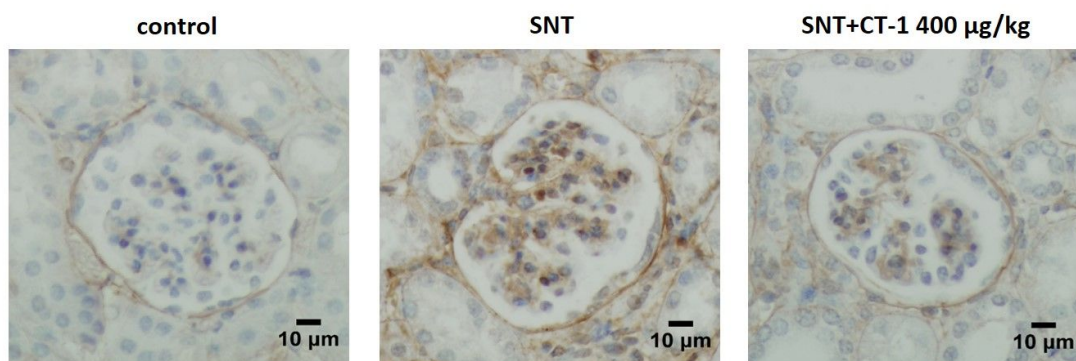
Análisis de la expresión de colágeno IV. Imágenes representativas de inmunohistoquímica de colágeno IV de los glomérulos de ratones controles y 21 días tras la administración de SNT y CT-1 400 µg/kg. Control (n=6), SNT (n=9), SNT+CT-1 400 µg/kg (n=8). Magnificación original: 400X. CT-1: cardiotrofina-1, SNT: suero nefrotóxico.
